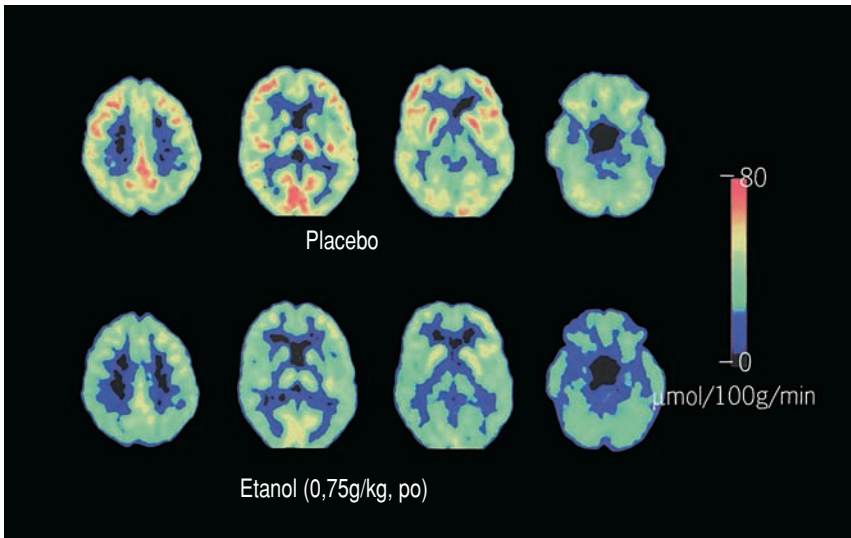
Imagens de PET com fluordesoxiglicose (FDG) de indivíduos normais após placebo (soda dietética) e etanol (0,75g/kg). *Fonte:* Wang *et al.*, 2000. Reproduzido com permissão dos editores.
